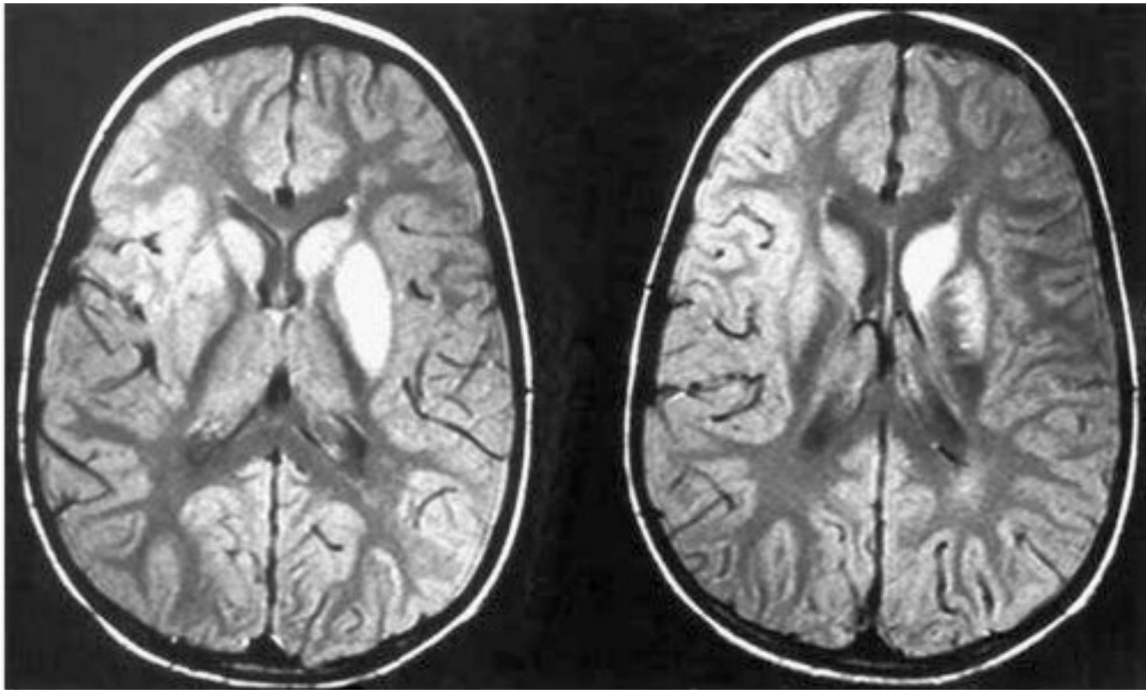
19 Resonancia magnética por densidad protónica que muestra áreas de aumento de la intensidad de la señal que afectan a la cabeza del núcleo caudado izquierdo y al núcleo lenticular izquierdo, consistentes con infarto. La porción interna del globo pálido está respetada.
